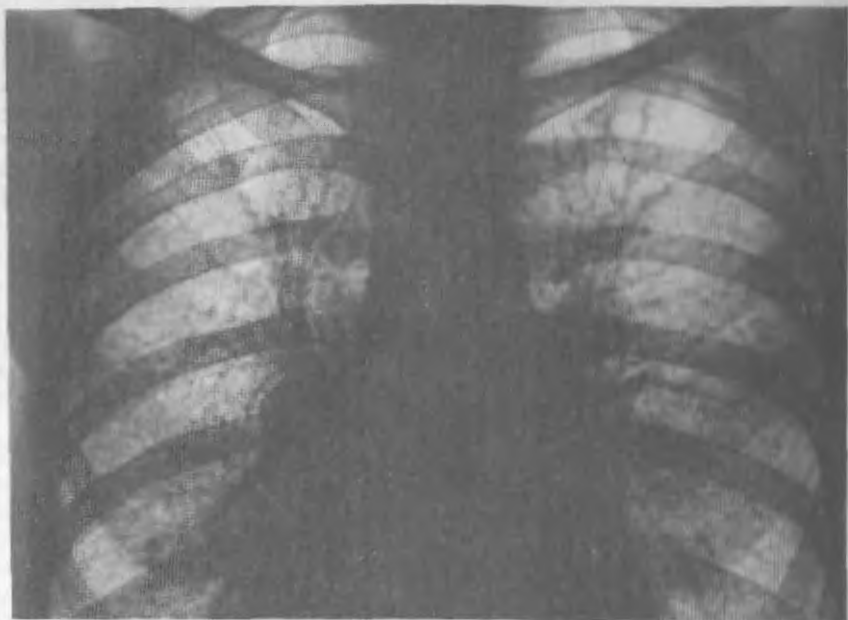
Рентгенограмма легких при кардиогенном пневмосклерозе. Сетчато-узелковая перестройка легочной структуры, застойное полнокровие легких при митральном пороке.
